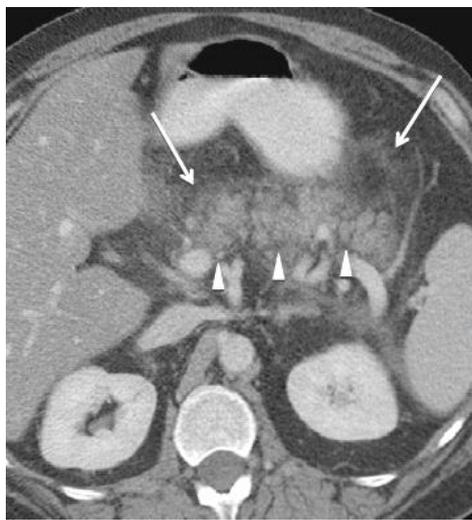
Homem de 55 anos com pancreatite edematosa intersticial. Corte axial de TC com contraste evidenciando alargamento e edema do pâncreas (cabeça de seta) com redução homogênea da impregnação pelo contraste e infiltração da gordura peripancreática (setas). (Extraído de *Imaging of Acute Pancreatitis: Update of the Revised Atlanta Classification* ²)
